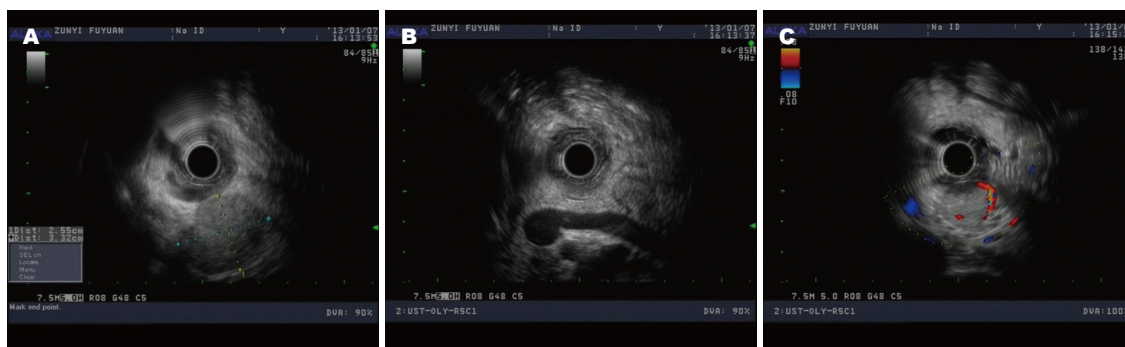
超声内镜. A: 超声内镜下胰腺内分泌肿瘤; B: 肿块位于胰腺尾部, 箭头所示胰腺尾部低回声团块, 边缘清晰, 与周围组织界线清楚; C: 胰腺肿块血流图.
